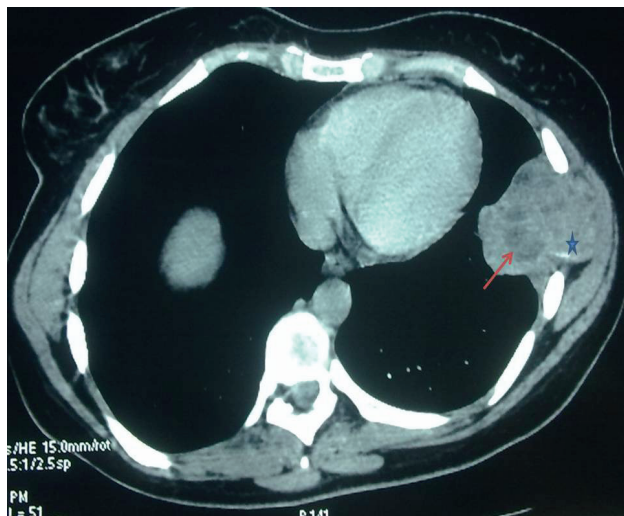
A CT examination of the chest showing a heterogenous solid mass arising from the skeletal chest wall with lysis of the rib (*). This mass has a multiloculated aspect (→)
